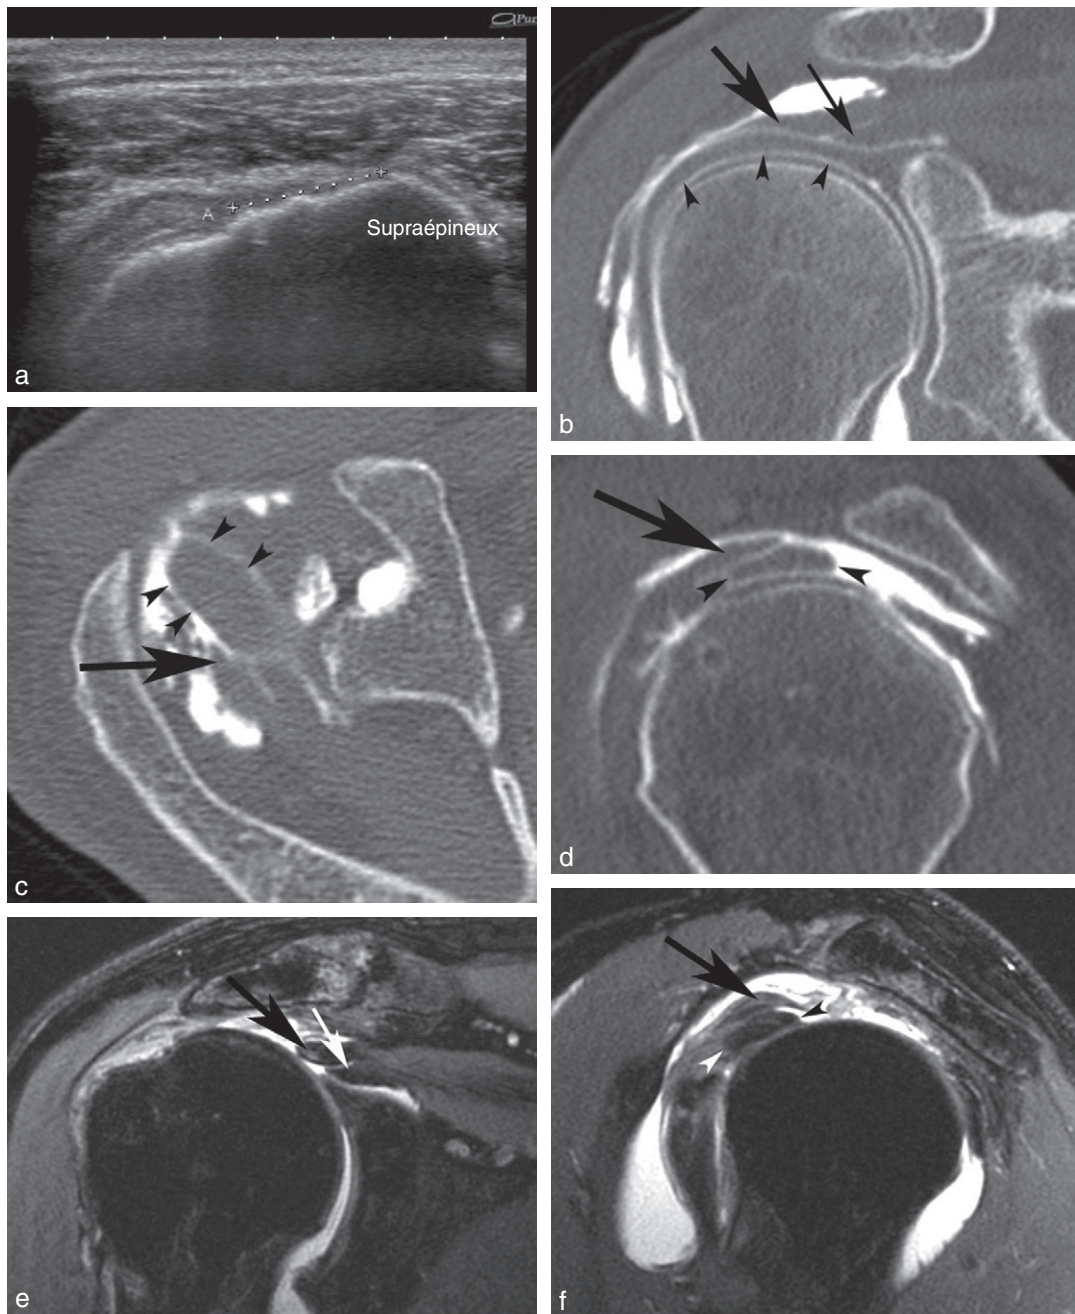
Rupture transfixiante de stade 3 chez une femme de 63 ans. a. Échographie montrant une rupture étendue dans le plan frontal. b, c, d. Arthroscanner dans les trois plans de l'espace, en rotation externe, montrant une rupture large mais très asymétrique, plus étendue en arrière qu'en avant et avec une rétraction plus importante des fibres profondes (petite flèche) que des fibres superficielles (grande flèche). Noter également la tendinopathie du tendon du long biceps (têtes de flèche) très élargi dans le plan sagittal et les altérations de la face profonde du subscapulaire. e, f. Arthro-IRM réalisée dans le même temps que l'arthroscanner montrant les mêmes anomalies.
